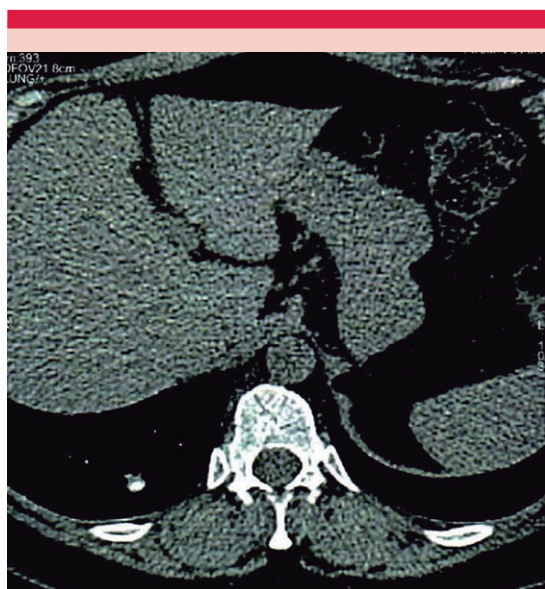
PET-CT, 23 de junio de 2022: no mostró ninguna zona con captación anormal o signos radiológicos sugerentes de actividad tumoral macroscópica.
